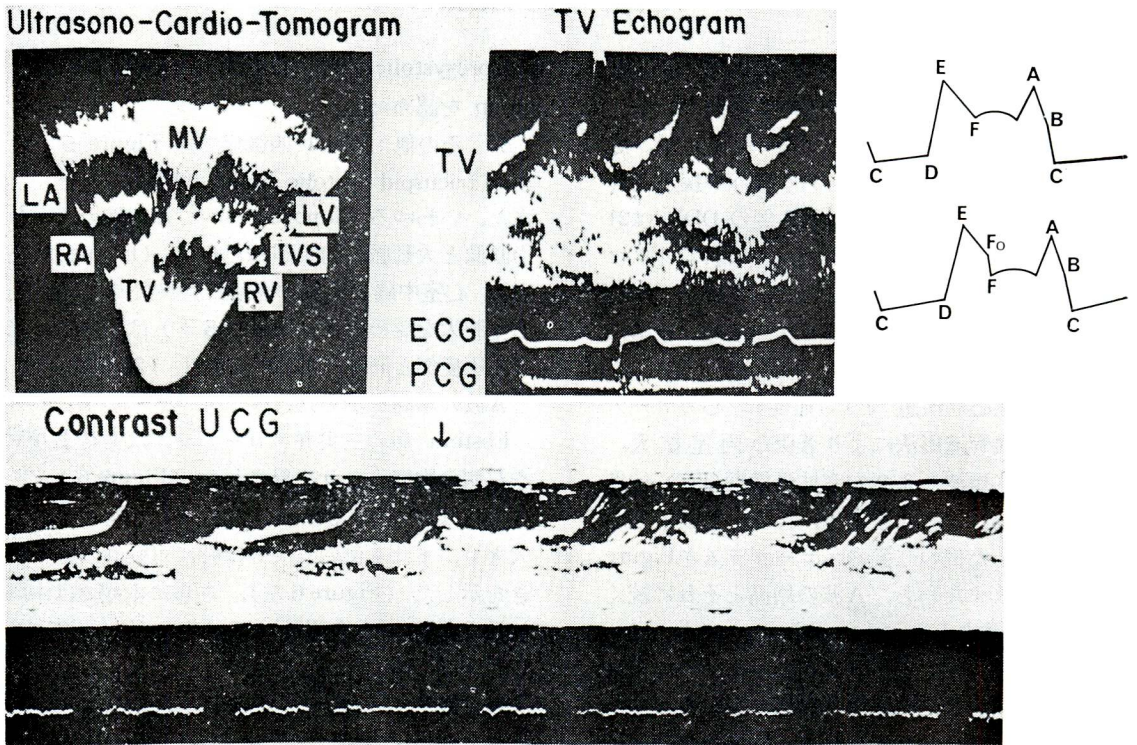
Tricuspid valve echogram, ultrasono-cardio-tomogram and contrast UCG in a normal subject
